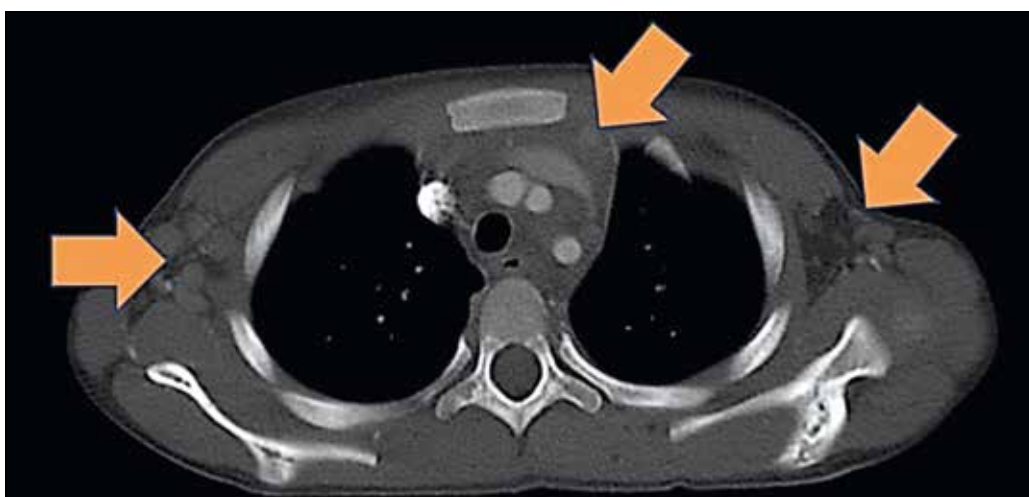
Tomografía de tórax, corte 2.
